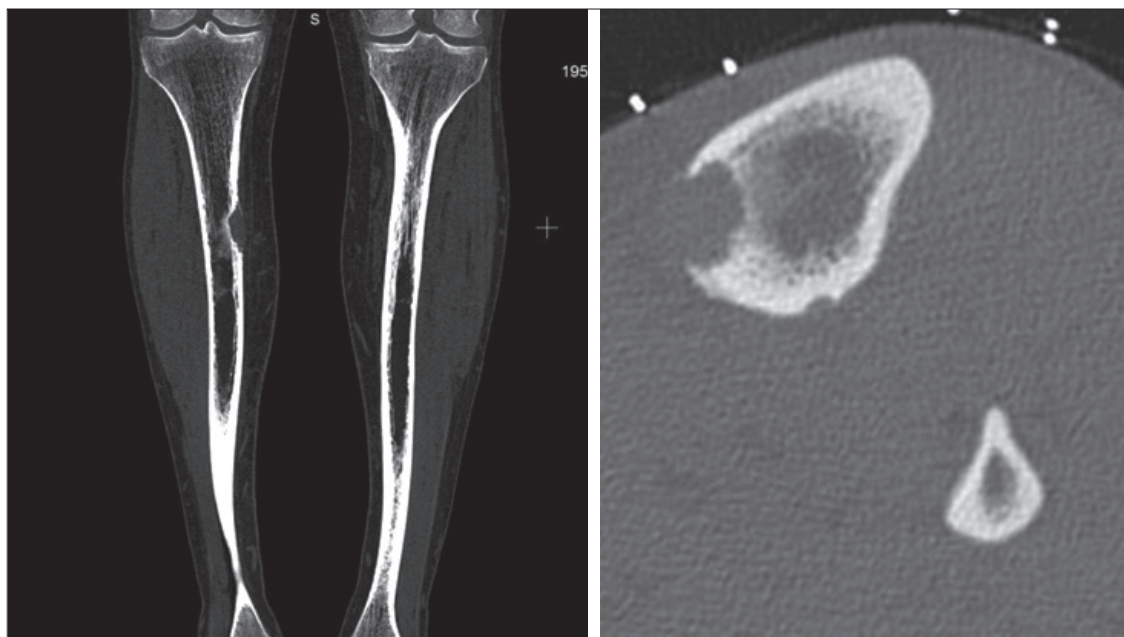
КТ-картина большеберцовых костей и зоны поражения до операции
